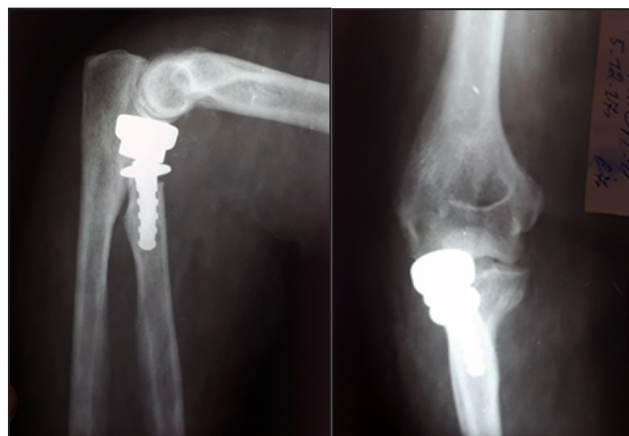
Фото рентгенограмм больной Ф. через 6 мес. после операции.
